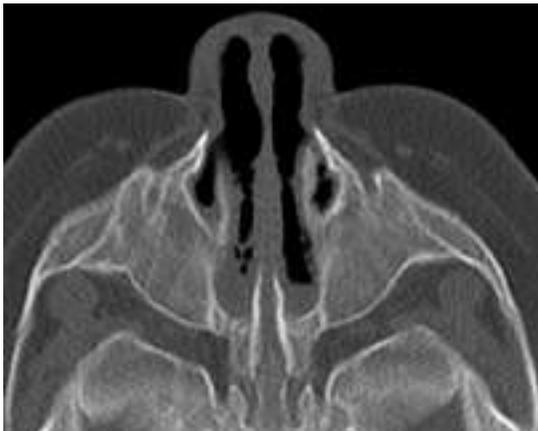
TC de cavidades paranasales (corte axial) donde se observan las placas atrésicas
